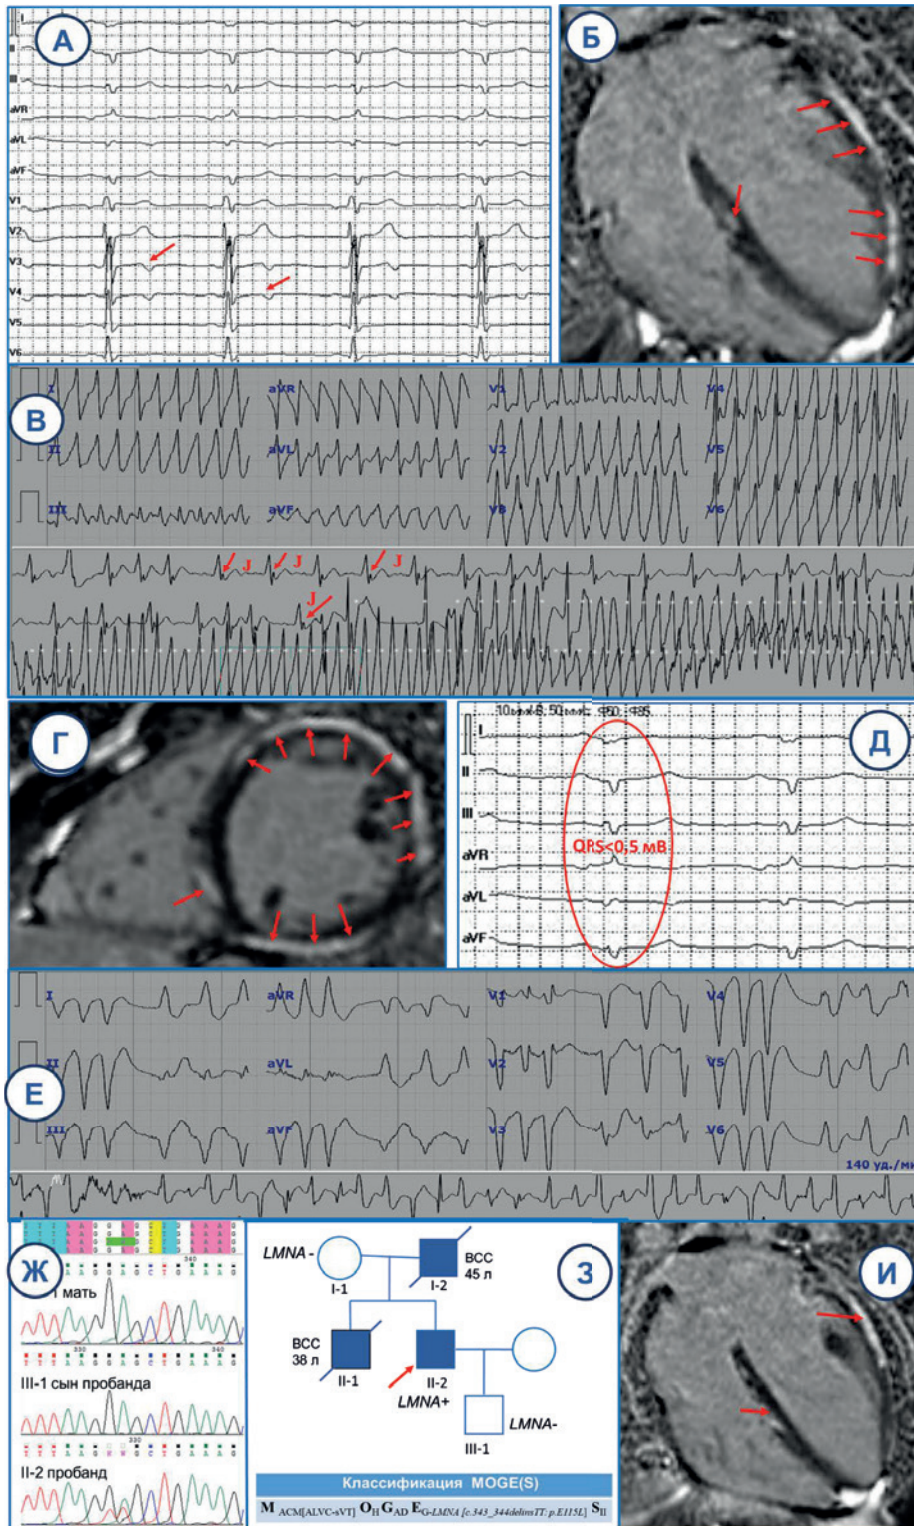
ЭКГ особенности, МРТ признаки и генетическая характеристика лево-доминантной АКМП с мутацией в гене *LMNA* (клинический случай № 3): ЭКГ аномалии (А, Д) — инверсия Т волны в отведениях aVL, V3-V4, изоэлектричность зубца Т в отведениях I, V5-V6 и низкий вольтаж QRS <math>< 0,5 \text{ мВ}</math> в отведениях I, II, III, aVF, aVL (Д, стандартная калибровка — 1 мВ соответствует 10 мм); ХМ фрагменты ЭКГ с эпизодом транзиторного подъема волны J (как результат электрической неоднородности реполяризации эндокарда и эпикарда), предшествующего устойчивому пароксизму мономорфной ЖТ с морфологией блокады правой ножки пучка Гиса, отражающей левожелудочковое происхождение ЖТ (В); фрагмент ХМ с пароксизмом неустойчивой полиморфной ЖТ (Е); Т1-взвешенные МРТ изображения с отсроченным контрастированием в четырехкамерной проекции по длинной оси (Б, И) и в двухкамерной по короткой оси (Г) демонстрируют нормальные размеры полости ЛЖ, накопление контраста в базальных и средних сегментах МЖП и в свободной стенке ЛЖ от базальных до апикальных областей (красные стрелки); (Ж) — секвенирование фрагмента 1-го экзона гена *LMNA*, (З) — генеалогическое древо (пробанд II:2 отмечен стрелкой; заштрихованные символы указывают на присутствие клинических проявлений АКМП у членов семьи, знак (+) указывает на наличие мутации p.E115L в гене *LMNA*) и клинический диагноз АЛЖК в классификации MOGE(S). Сокращение: ВСС — внезапная сердечная смерть.
